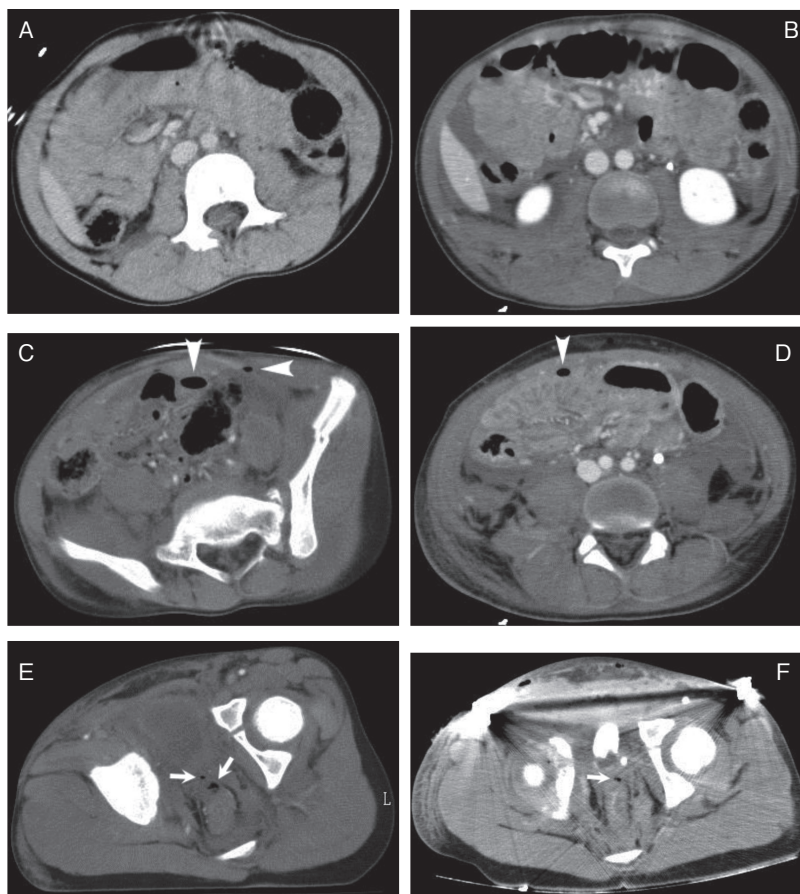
Abdominal ~ Pelvic CT
